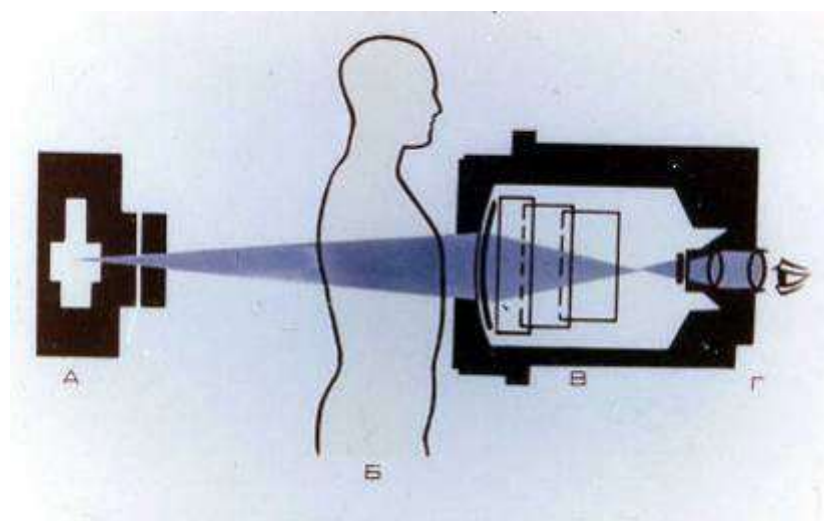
Метод рентгенологического исследования
